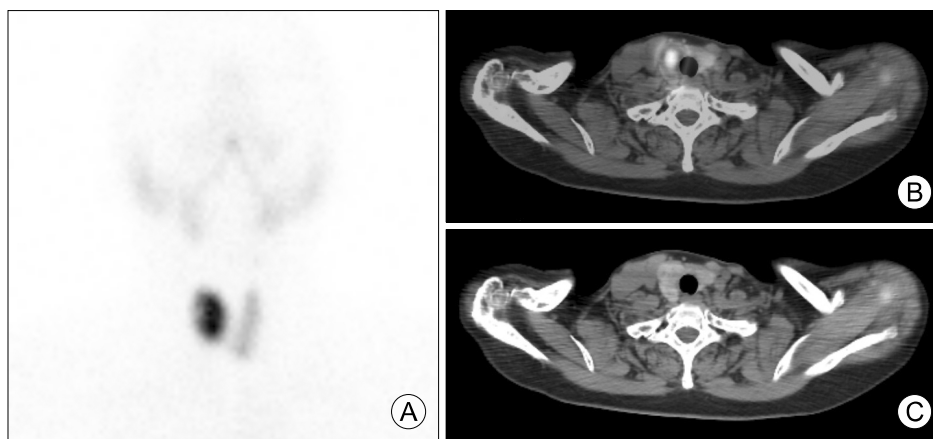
Thyroid scan (A), ^{99m}Tc SPECT/CT (B), and CT scan (C) showed about 2 cm sized hot nodule in upper pole of right lobe ($^{99m}\text{TcO}_4$ uptake: 3.3%). SPECT/CT: single photon emission computed tomography/computed tomography.
